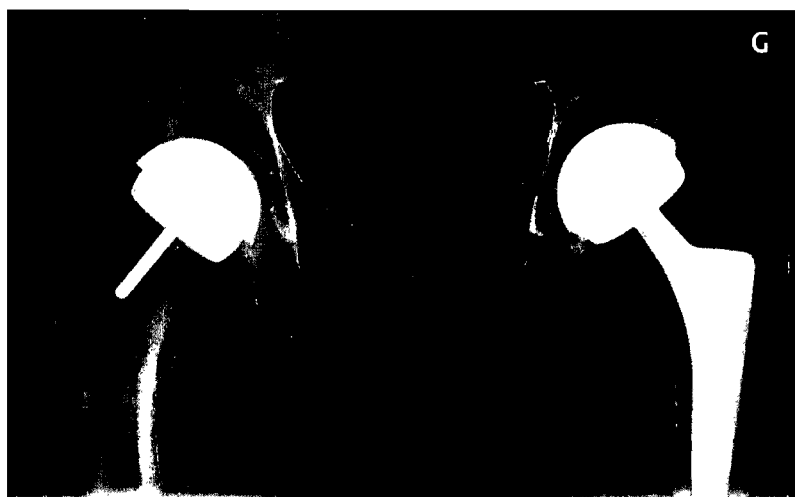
Radiograph example of the pelvis of a subject (not included in the study) with a LDH-THA on one hip (right hip) and a SRA on the other side (left hip).*
